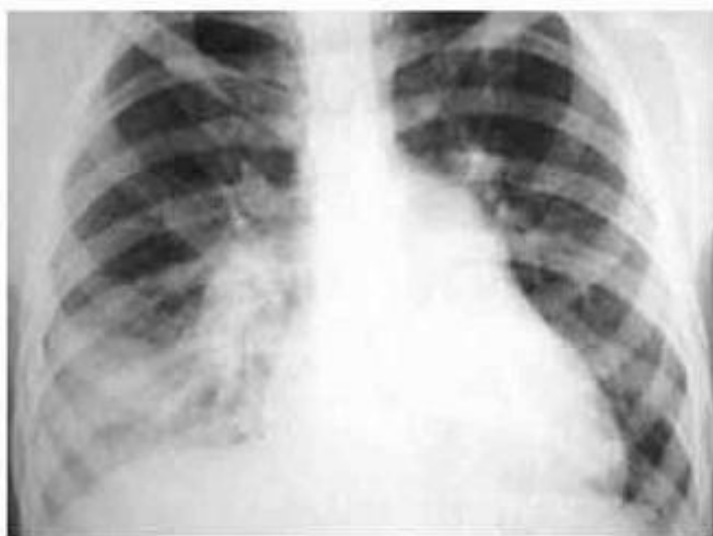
Рентгенологическая картина АП нижней доли правого легкого у больного 18 лет, возникшей после аспирации во время алкогольного опьянения (изменение тени сердца связано с врожденным пороком)
